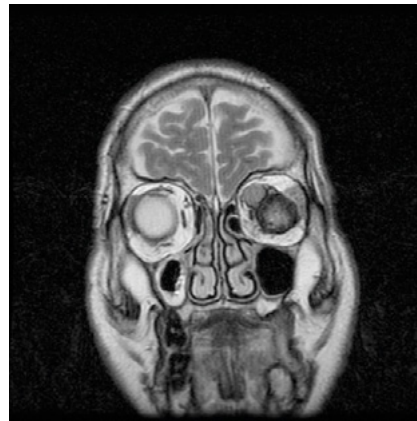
Imagen RM. Otro caso de recidiva, por encima del implante de Medpor, 4 años después de enucleación (Órbita izquierda).
